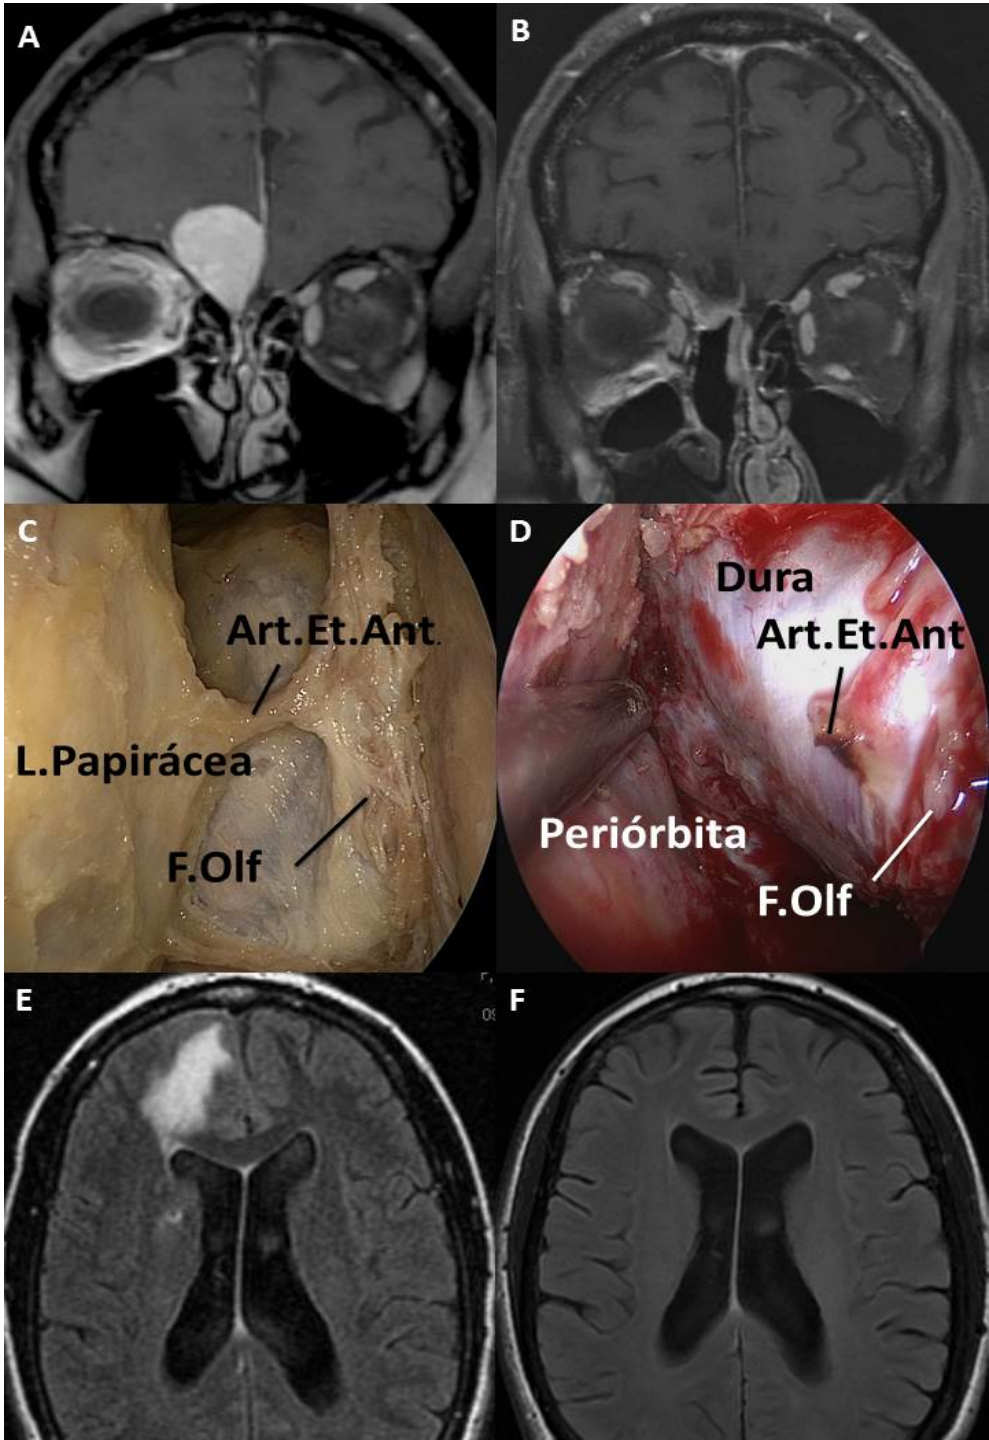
A) La RM preoperatoria reveló una masa extra axial localizada en el surco olfatorio derecho con extensión sobre el techo orbitario con realce homogéneo y efecto masa sobre el lóbulo frontal derecho. B) RM postoperatoria potenciada en T1 con contraste plano coronal. La RM mostró una resección total de la lesión tras el abordaje unilateral. La resección completa fue posible gracias a la orbitotomía supero medial derecha. C) Imagen de espécimen cadavérico inyectado con silicona coloreada con óptica de 45°. Nótese la etmoidectomía unilateral completa “clásica”. Obsérvese que el límite lateral es la lámina papirácea. D) Imagen intraoperatoria que muestra el resultado final después del abordaje completo. Obsérvese la duramadre sobre el techo orbitario tras ejercer suave retracción de la periórbita. E) RM preoperatoria en secuencia FLAIR en plano axial mostrando extenso edema sobre el lóbulo frontal derecho. F) Mismo corte en RM postoperatoria en secuencia FLAIR en plano axial 6 meses después de la intervención mostrando total recuperación de los hallazgos previos.
